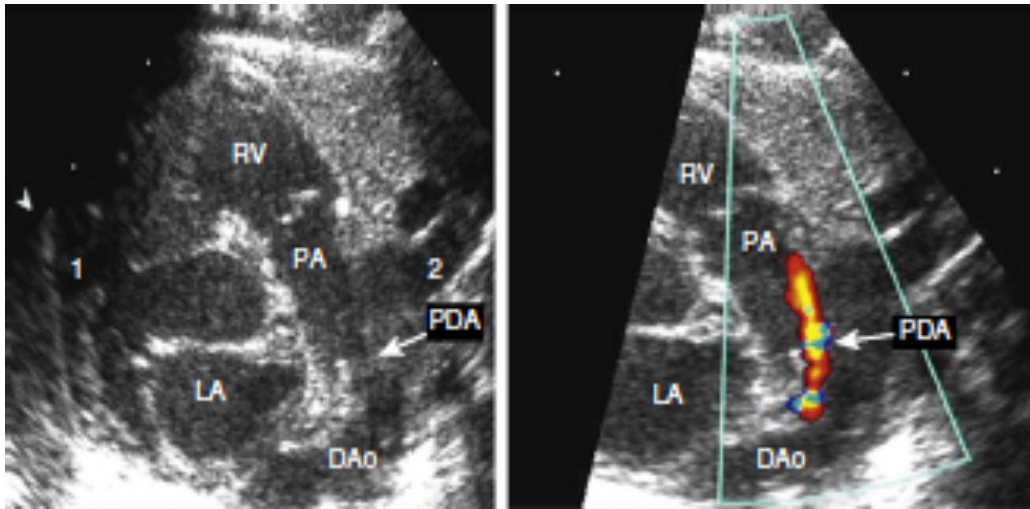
Ductus arterioso persistente valorado mediante ecografía bidimensional (primera imagen) y Doppler color (segunda imagen), en donde se aprecia el ductus arterioso en color rojo (flujo hacia el transductor)⁹
